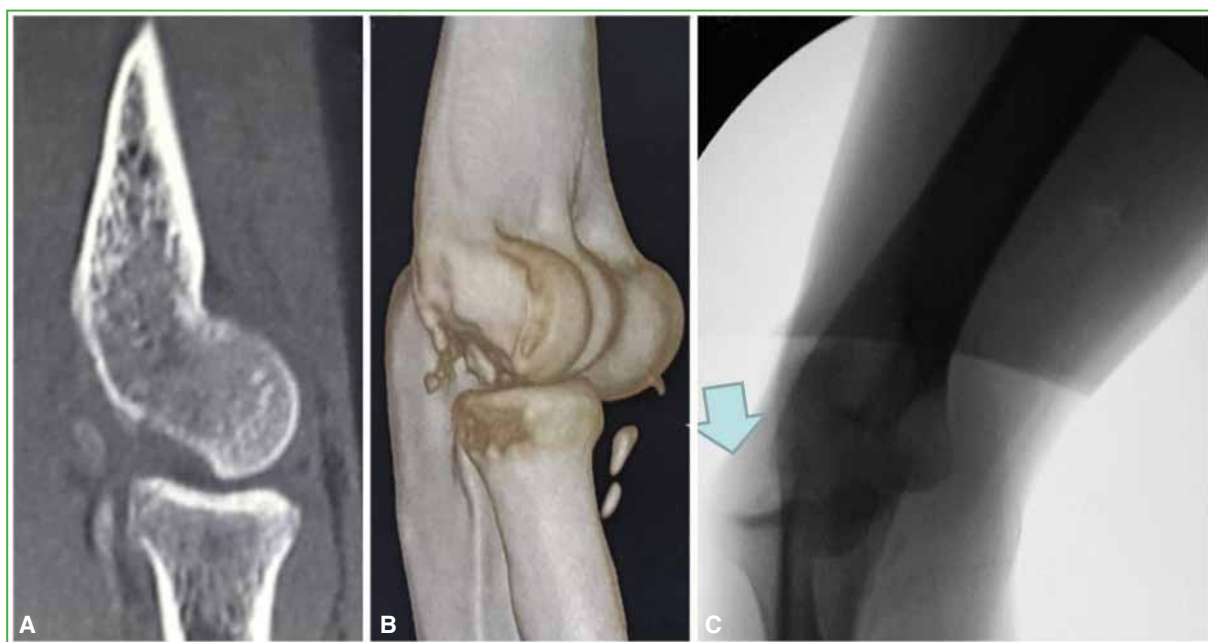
A y B. Tomografía computarizada de codo. Se observa una fractura por impactación del capitellum (lesión de Osborne Cotterill) “enganchante” después de la luxación posterolateral. C. Radioscopia. Se visualiza el “enganche” del radio proximal en una maniobra de *pivot shift* por inestabilidad rotatoria posterolateral.
